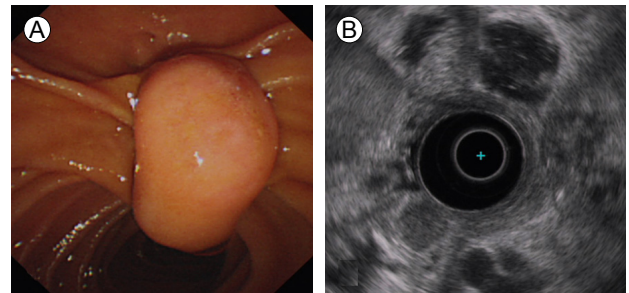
(A) Gross endoscopic view of the ampullary submucosal tumor. (B) Endoscopic ultrasonography shows a tumor originating from the submucosal layer of the duodenum.
